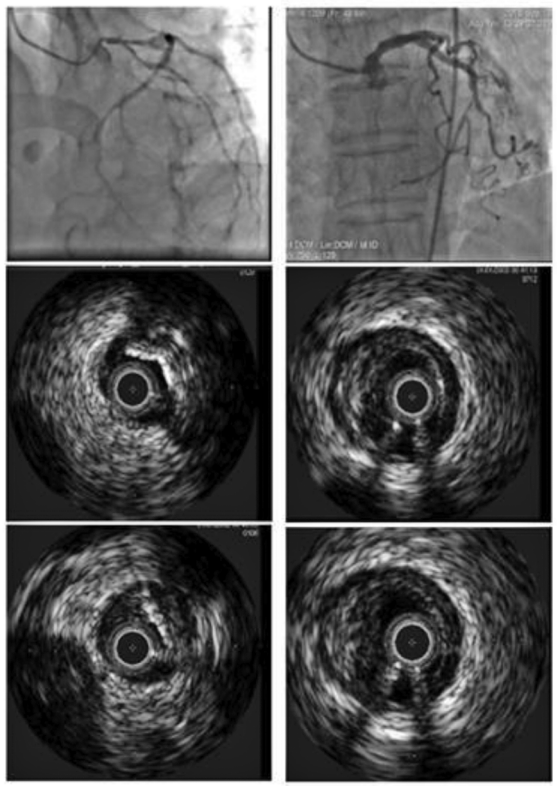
冠状动脉数字减影血管造影和血管内超声图 左列为 Hp 阳性组,右列为 Hp 阴性组。
